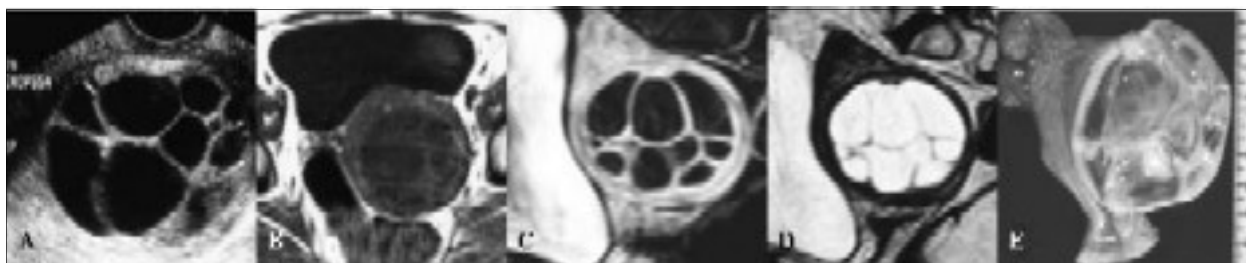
Leiomioma intramural com degenerescência quística em mulher de 57 anos. (A) Ecografia endovaginal revelando a presença de formação quística com septos simulando patologia anexial. Imagens em T1 axial (B) e T2 sagital (D) demonstram conteúdo hipo e hiperintenso respectivamente, semelhante à do líquido. (C) Corte sagital em T1 com saturação de gordura e após administração de gadolínio demonstrando a sua origem uterina, sendo o tumor quístico com finos septos no seu interior, sem captação do produto de contraste. (E) Peça operatória de histerectomia com visualização do leiomioma em secção sagital.
